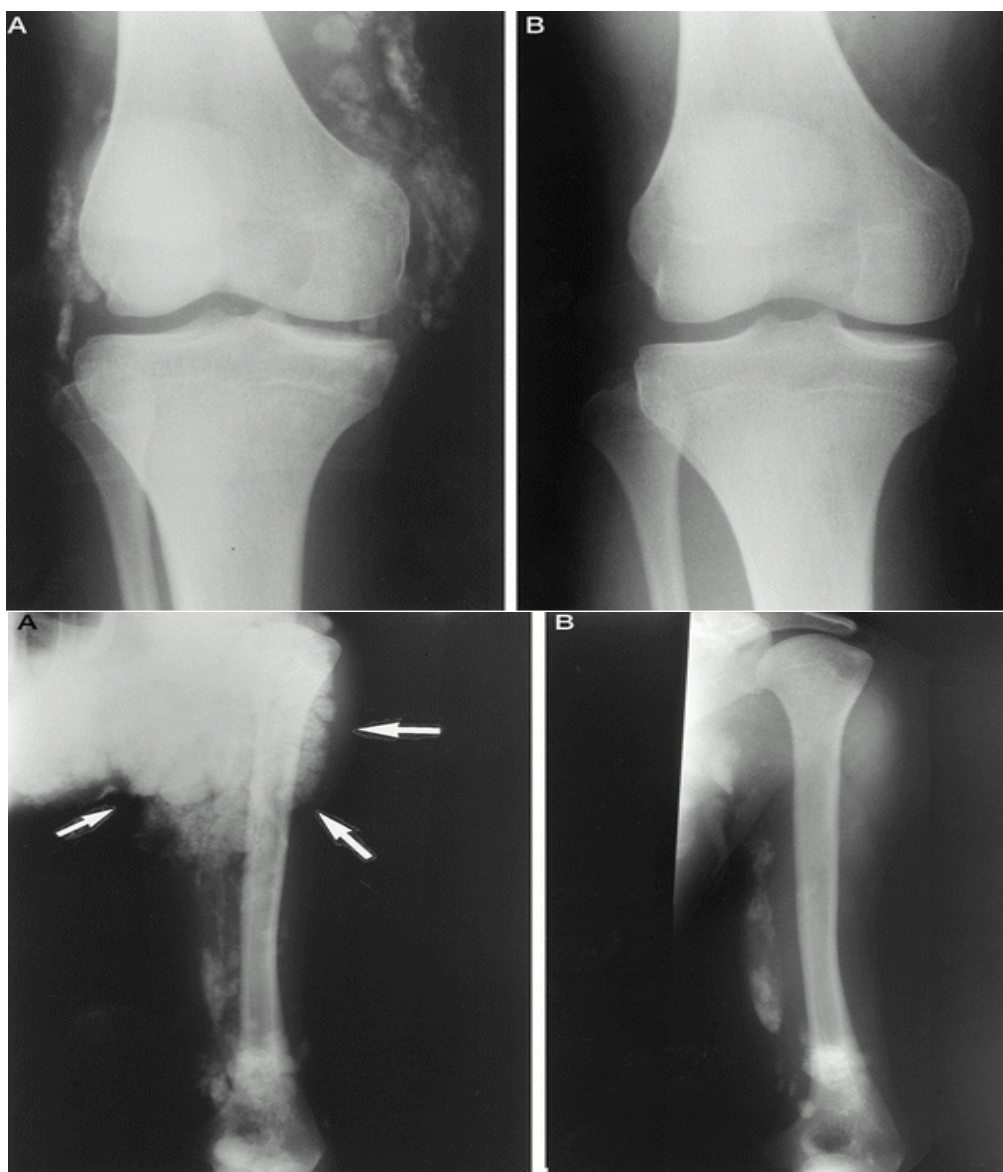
Radiographies du genou droit et de l'épaule gauche avant et après le traitement par probénécide chez un adolescent atteint de calcinose universelle.
